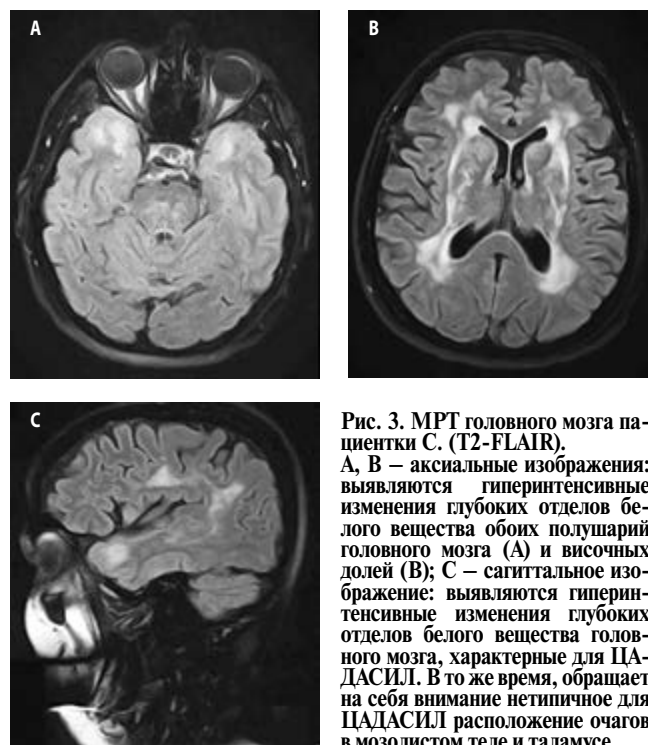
T2-FLAIR brain MRI of female patient S., axial views. A, B — axial views: hyperintense signal changes in the deep white matter structures in both cerebral hemispheres (A) and temporal lobes (B) are revealed; C — sagittal view: hyperintense signal changes in the deep white matter structures typical of CADASIL are revealed. Meanwhile, the arrangement of foci in the corpus callosum and thalamus that is atypical of CADASIL stands out
